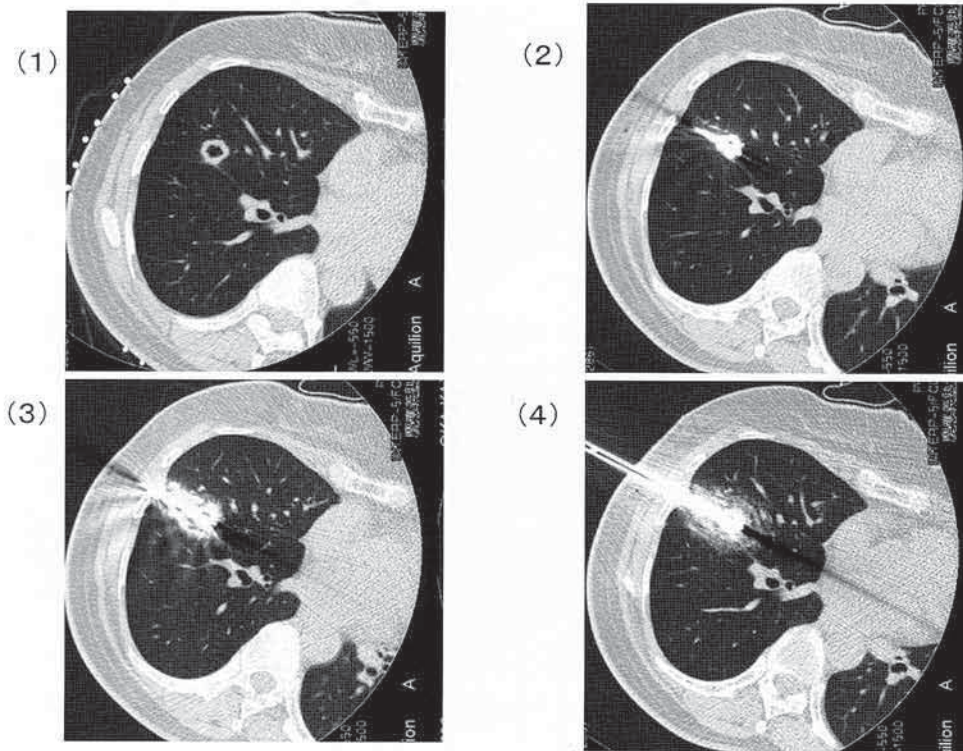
肺が凍結されていく領域の経時的变化。凍結融解をくり返すことによりCT上高濃度域（気相から液相に代わった領域）が広がっていくのが分かる。(1) 治療開始前（右S4の転移性肺腫瘍に凍結端子が腫瘍を貫通）(2) 凍結開始5分。腫瘍の周囲にはわずかにしか濃度上昇域は見られない。(3) 1回目の融解直後。濃度吸収域の拡がりが見られる。(4) 2回目の凍結融解後。濃度上昇域に拡大が観察される。この後3回目の凍結でこの濃度上昇域が凍結することによって腫瘍周囲に十分な凍結域が確保される。
